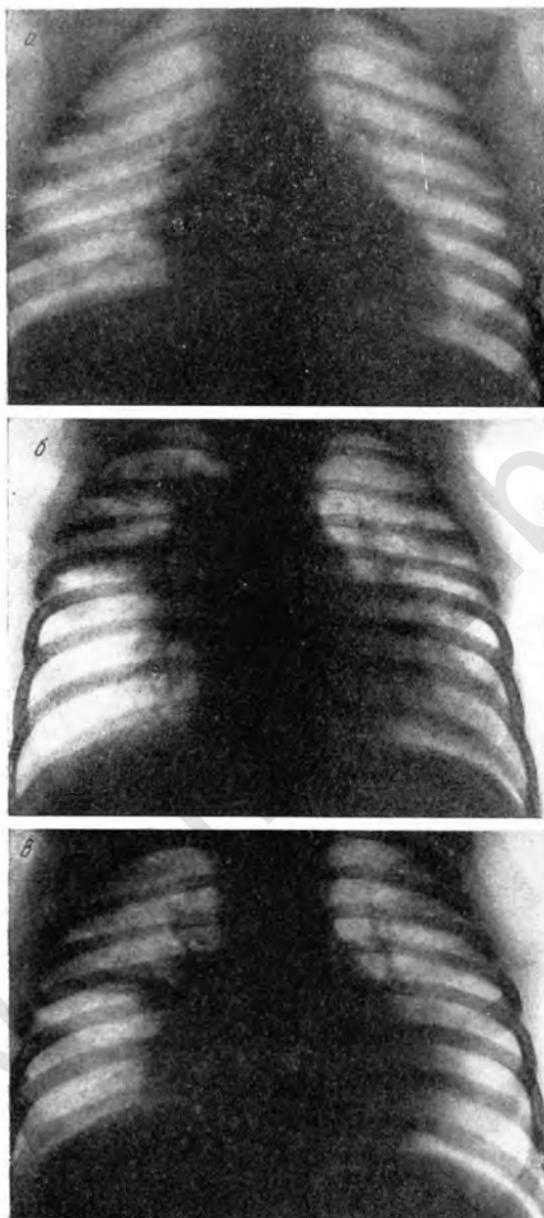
Рентгенограммы Бори К., 2 лет.
